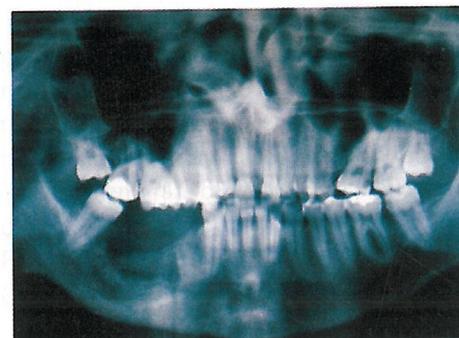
Radiografia panorâmica após um ano, com neoformação óssea
